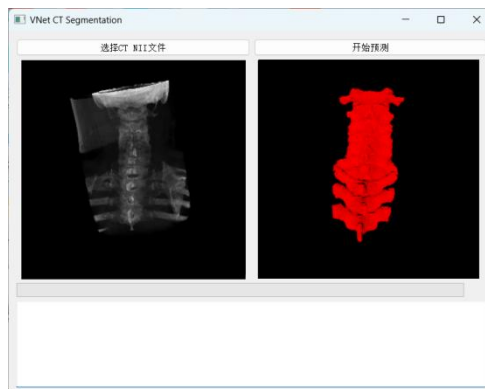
利用该系统预测 CT 图像的脊柱部分
